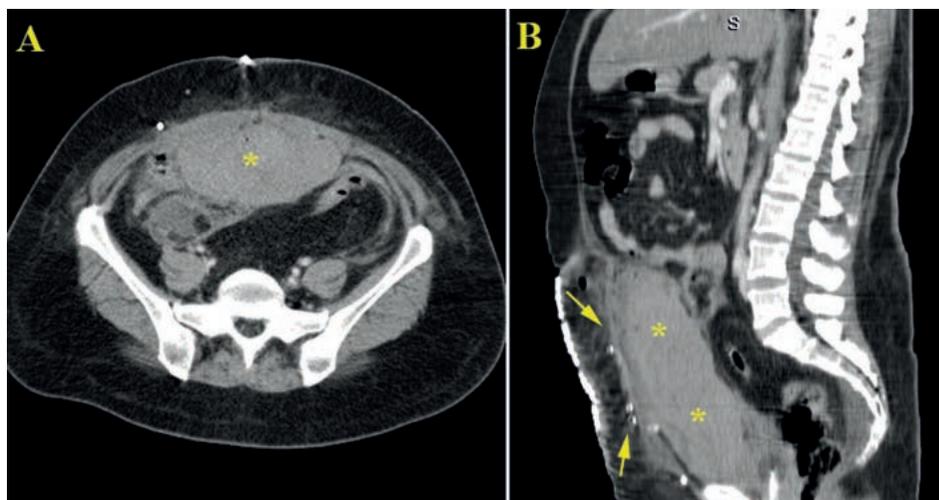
Paciente intervenido por eventración catastrófica (SAC modificado de Carbonell-Bonafé), que en el postoperatorio inmediato presenta dolor y caída del hematocrito. El estudio de TC demuestra un gran hematoma (*) entre la prótesis (flechas) y el peritoneo que desplaza posteriormente las asas intestinales.
